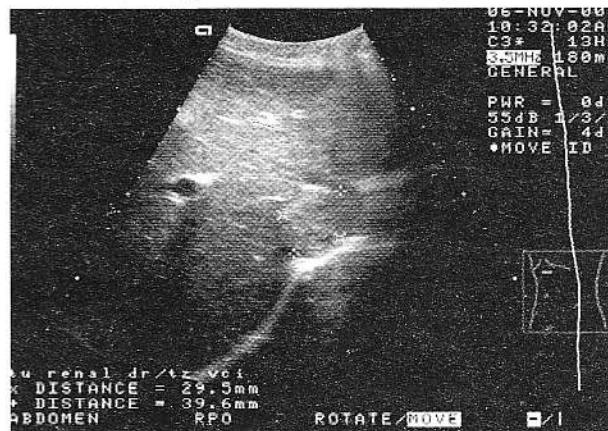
Explorare ecografică. Hepatomegalie. Tromboză de venă cavă inferioară.
